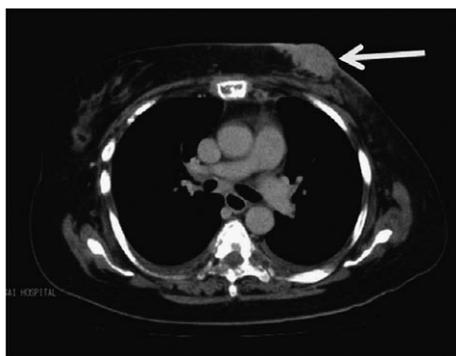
Computer tomographic appearance of the left breast mass (→).
